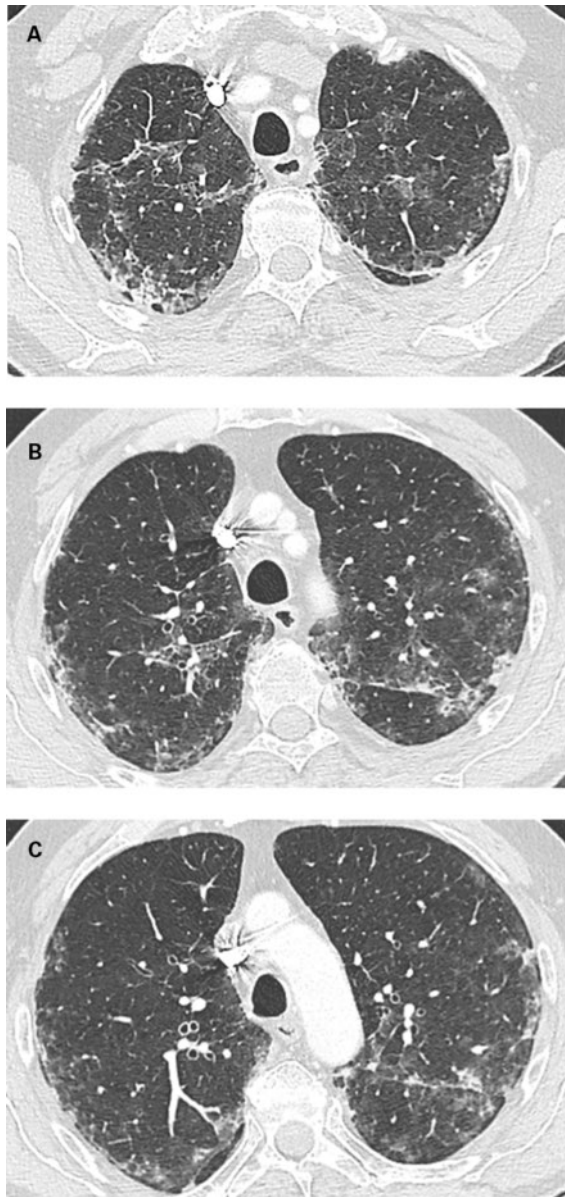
CT thorax avant traitement: coupe à l'apex des lobes supérieurs (A), coupe à travers les lobes supérieurs (B) et coupe à la base des lobes supérieurs (C).
